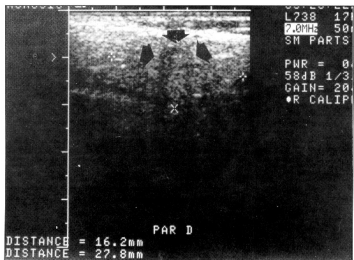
Ultra-sonografia da glândula parótida direita. Volume glandular aumentado e ectasia ductal
